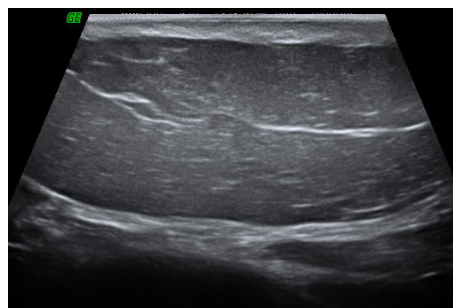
УЗИ правого семенного канатика. Гипоэхогенное образование слоистой структуры и жировой плотности с тонкой капсулой. УЗ-признаки липомы
